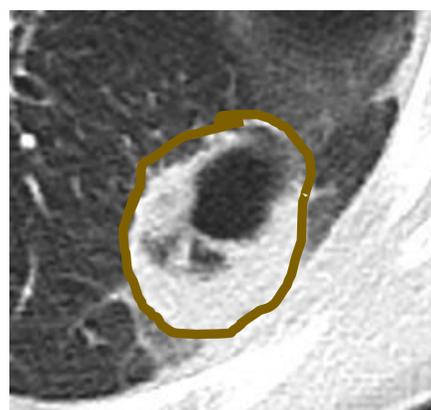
(TC tórax con civ) empiema con forma lenticular.
